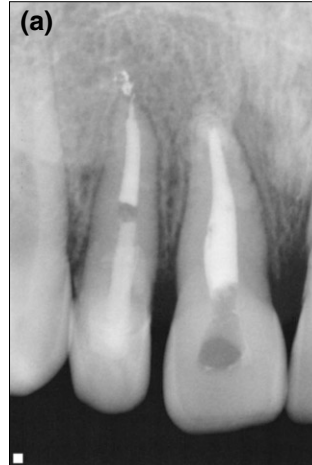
Radiographs 2 months after trauma.
